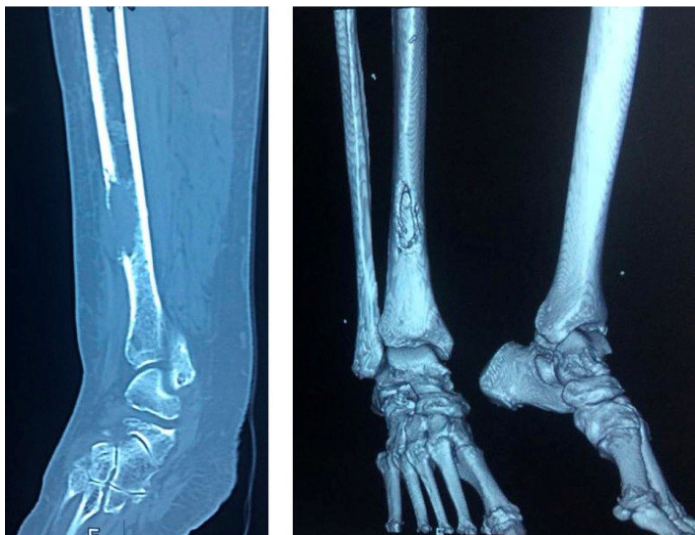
Компьютерная томография правой большеберцовой кости в дебюте заболевания
